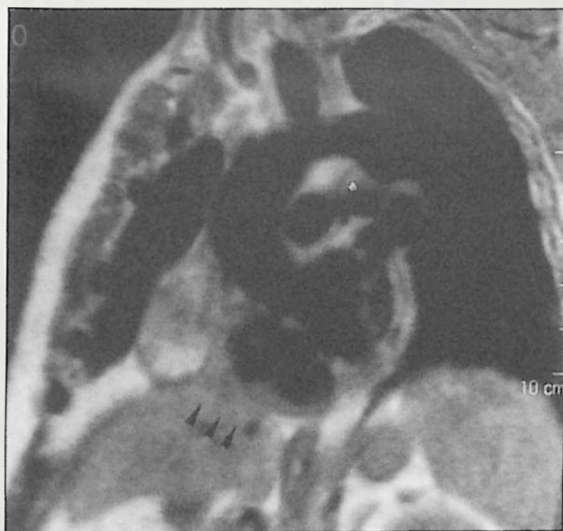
RMN. Corte sagital en T1 en que se aprecian las lesiones descritas anteriormente, observándose que el tumor entra en contacto con el diafragma derecho (flechas).
